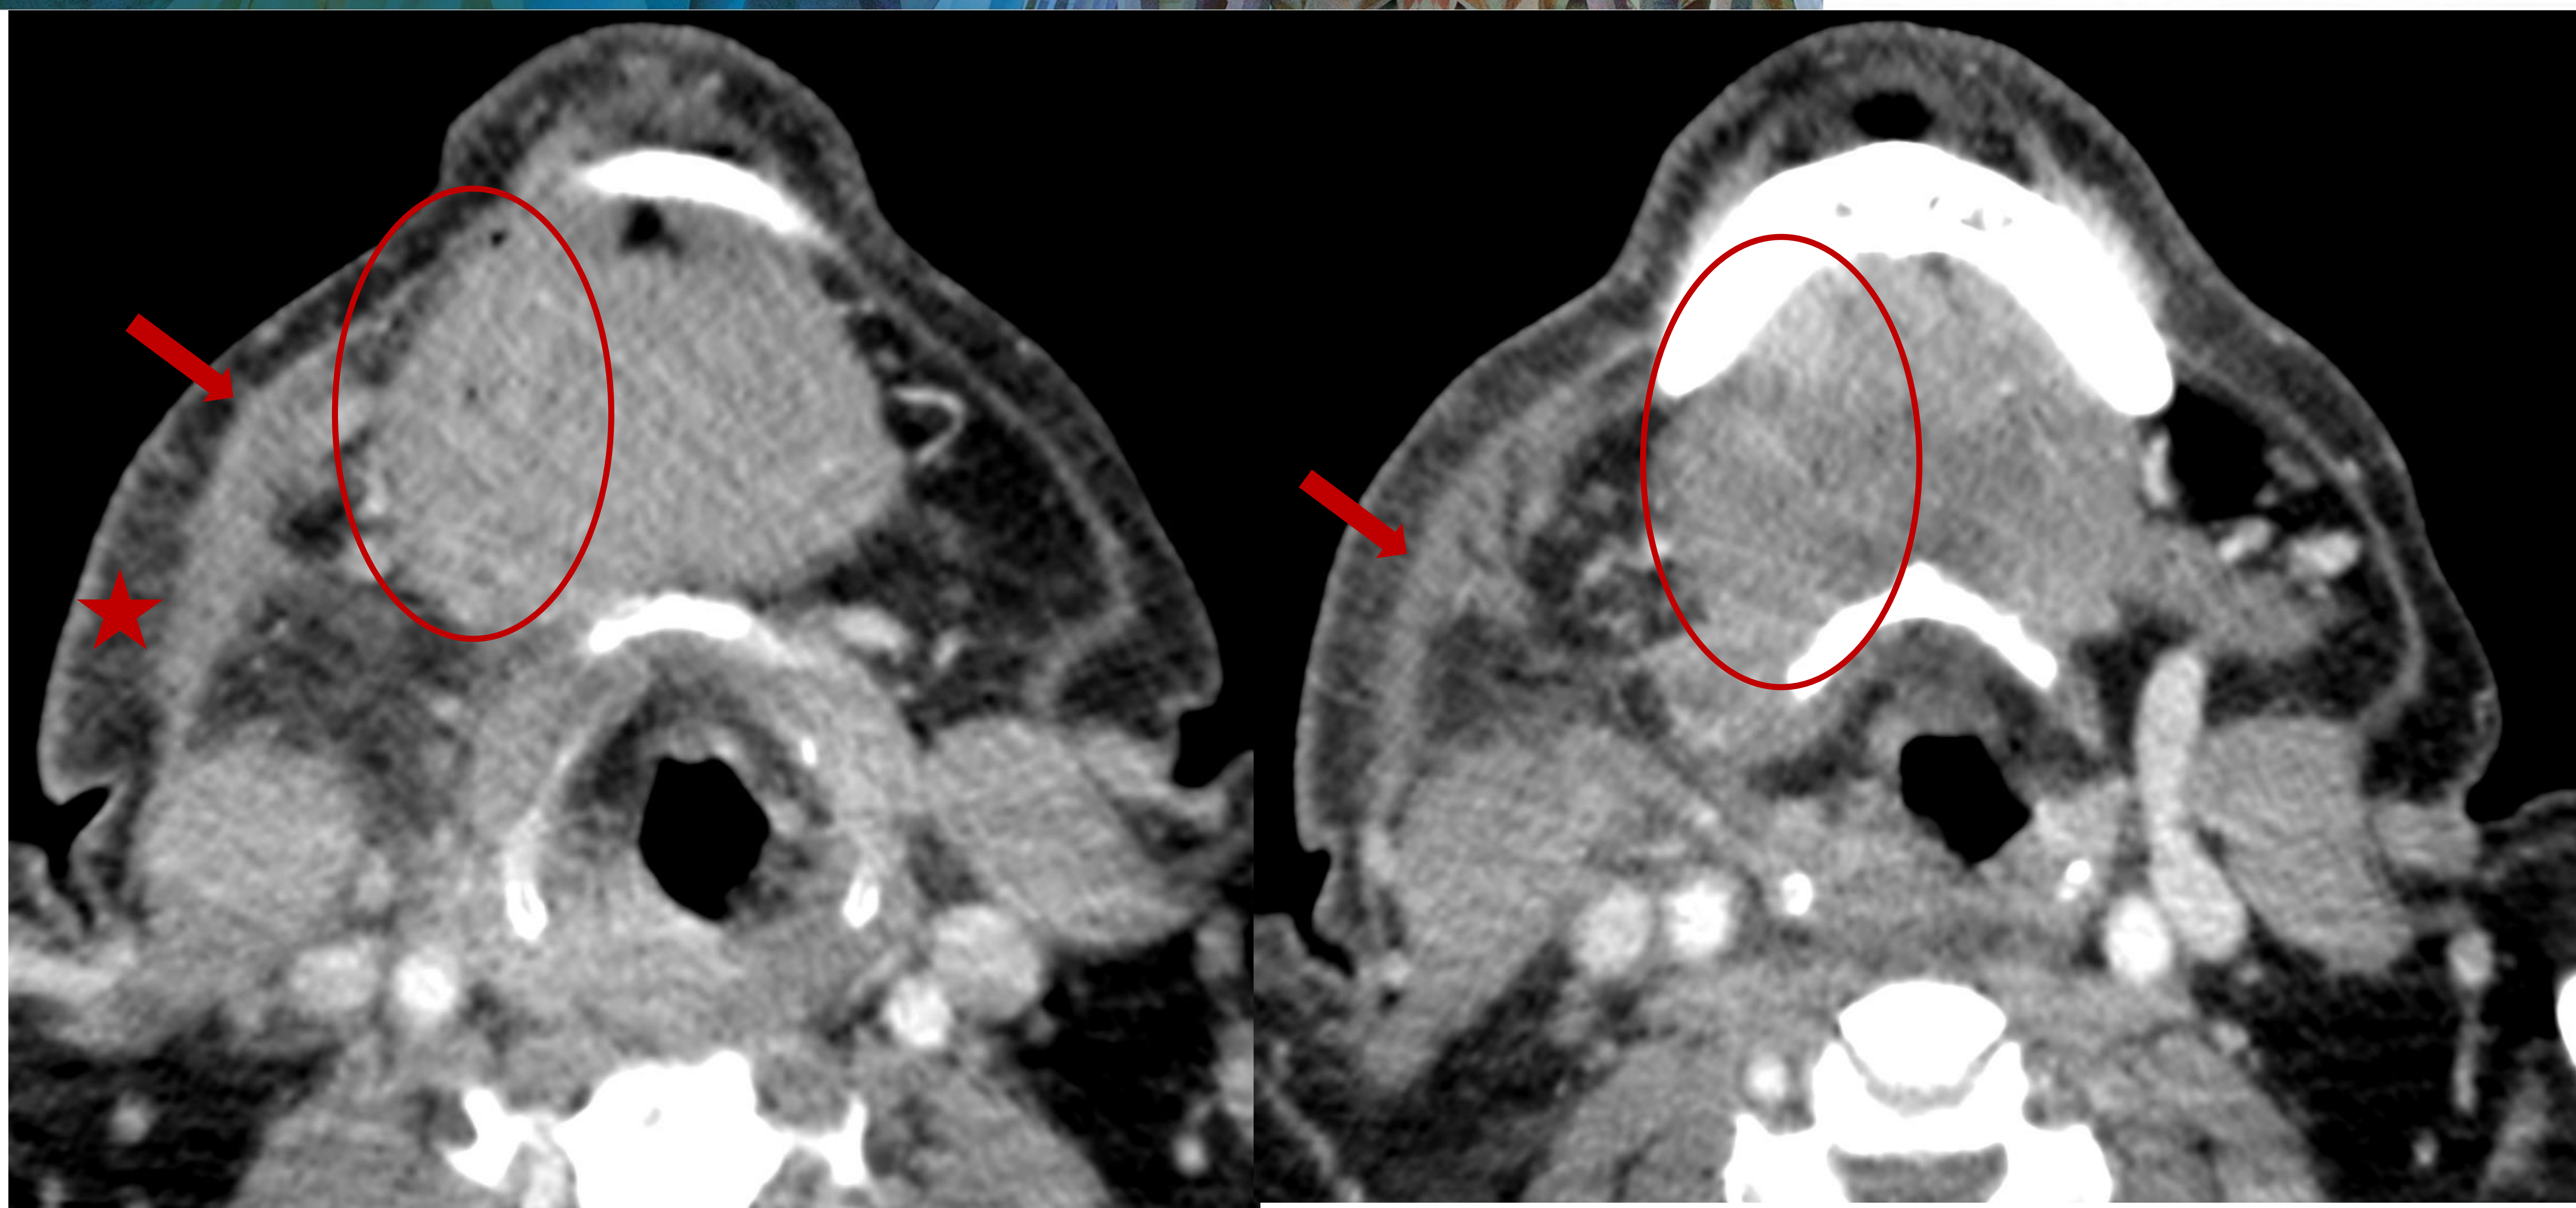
TC axial con civ, corte caudal (izquierda) y más craneal (derecha). Se observan cambios inflamatorios en el suelo de la boca consistentes aumento de la densidad de la grasa subcutánea (estrella roja), engrosamiento del platisma (flecha roja) y de los músculos milohioideo y vientre anterior del digástrico derechos (círculo rojo).
